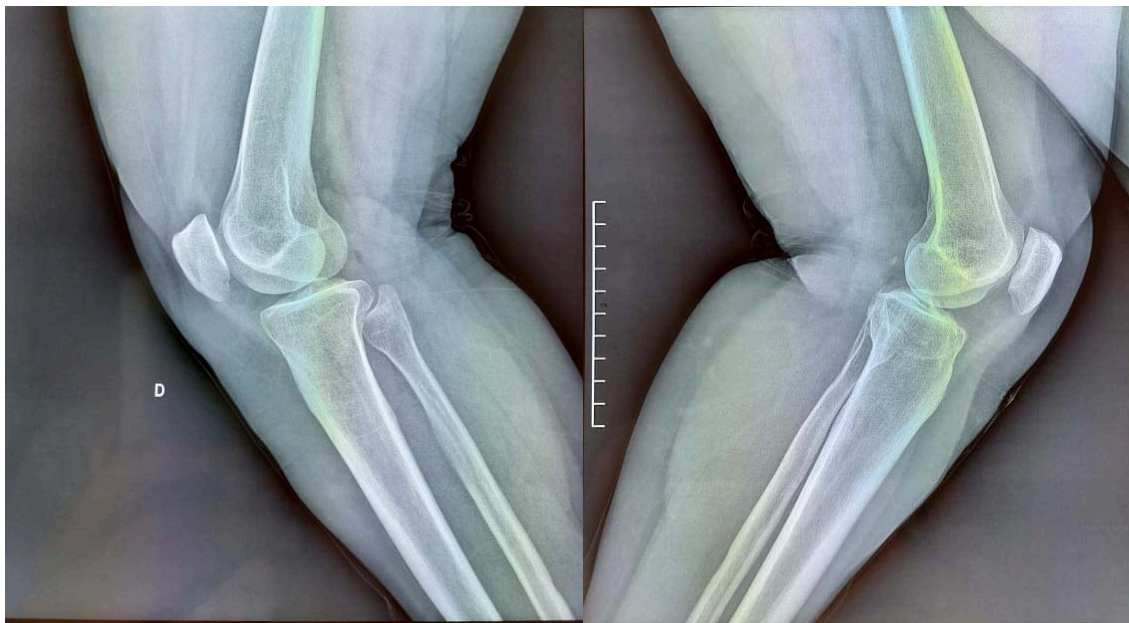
Gonarthrose fémoro-patellaire stade 3 sur une radiographie de genou de profile.
